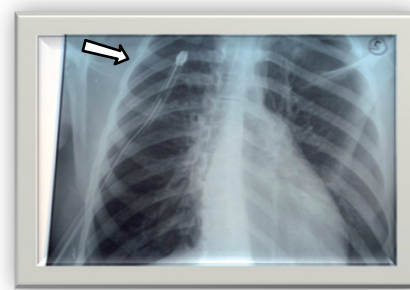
Enlargement of frontal chest radiography showing left side
